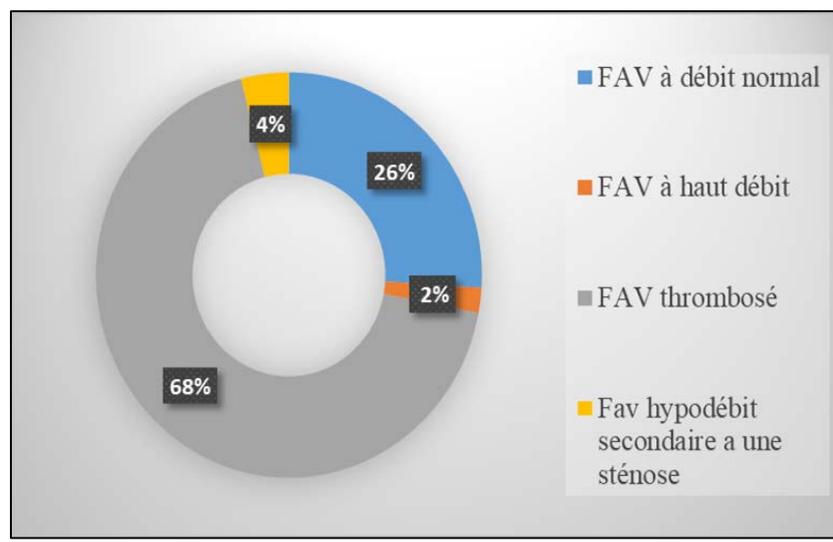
REPARTITION DES PATIENTS SELON LES RESULTATS D'EXAMEN DOPPLER DES FAV
